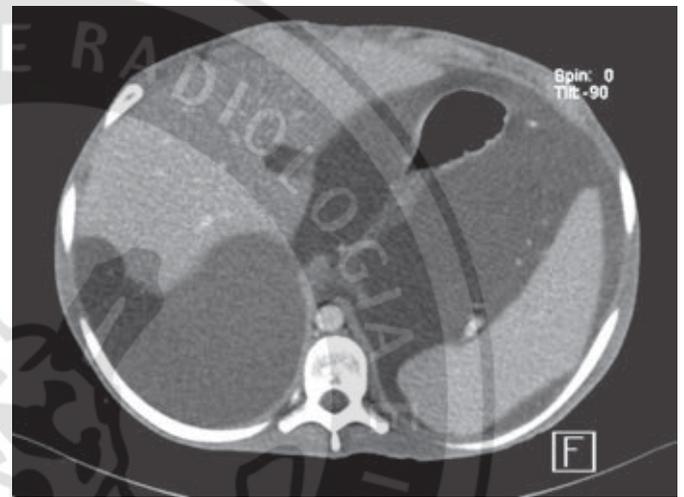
Tomografía con medio de contraste intravenoso, corte axial. Se observa aumento de volumen del abdomen por imagen hipodensa con rango de atenuación de líquido; condiciona efecto de masa de las estructuras adyacentes con indentación de hígado y bazo.
